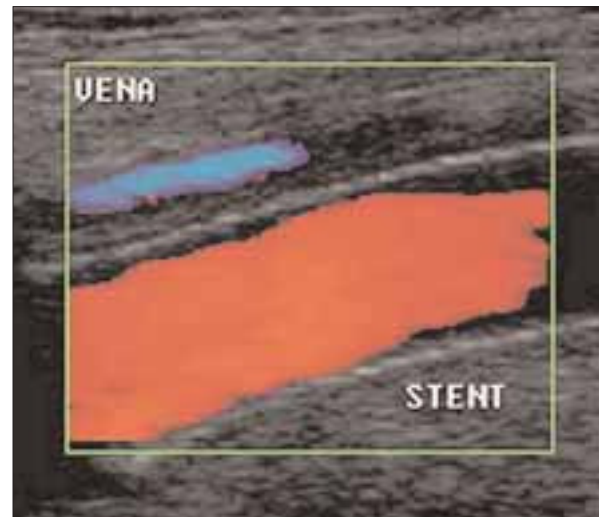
Eco-Doppler de control a los 90 días de la intervención a nivel del *stent*; muestra ausencia de fístula y de imagen de falso aneurisma.
